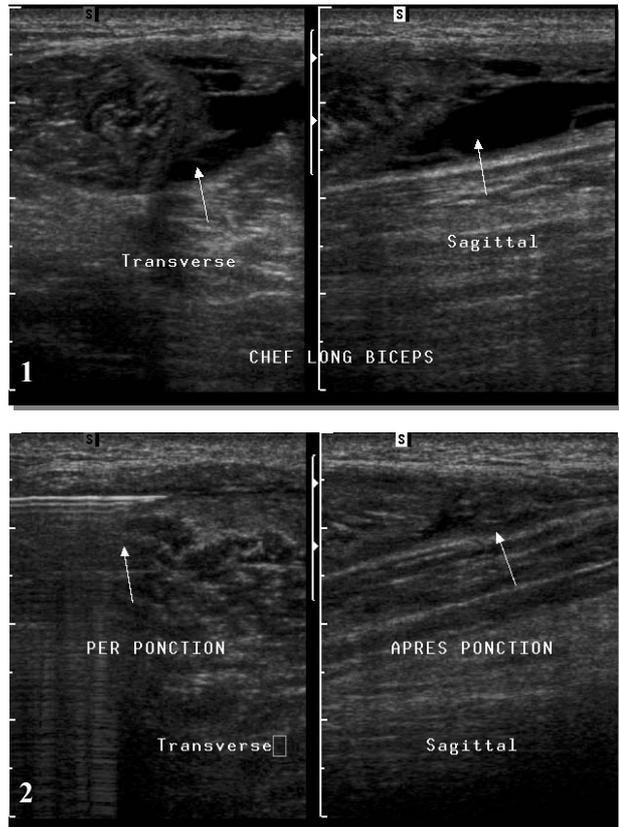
Ponction d'un hématome sous contrôle échographique : images avant, pendant et après ponction.
